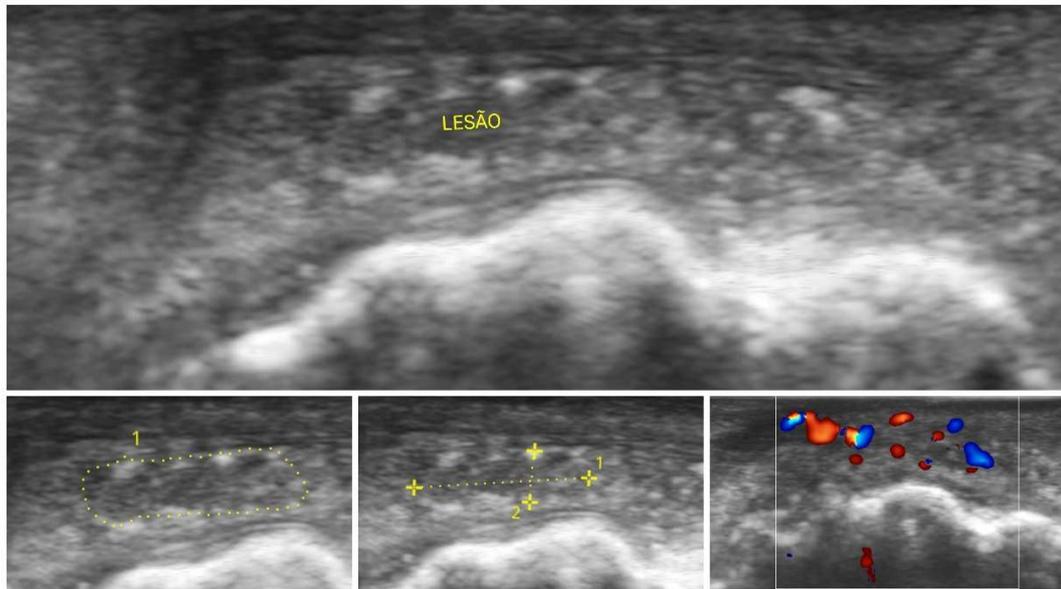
ultrassonografia pós tratamento e espectroscopia doppler
